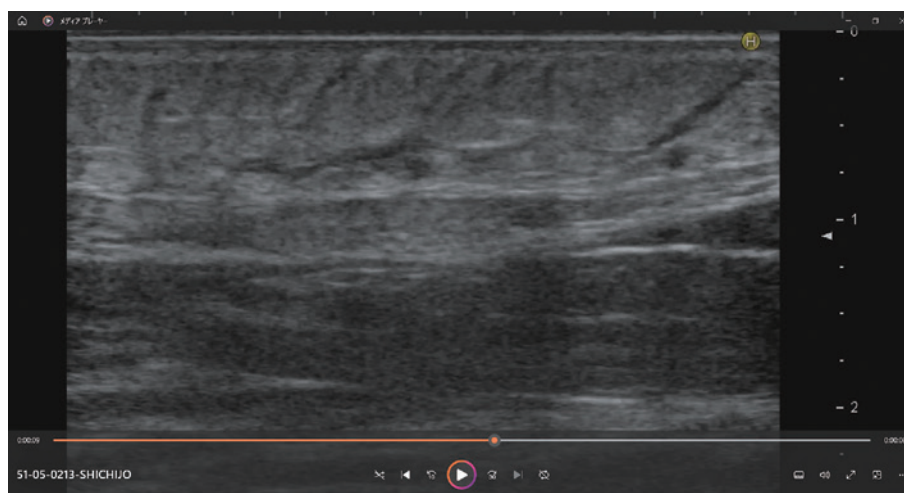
右には、中心部高エコー域と辺縁低エコー域との
